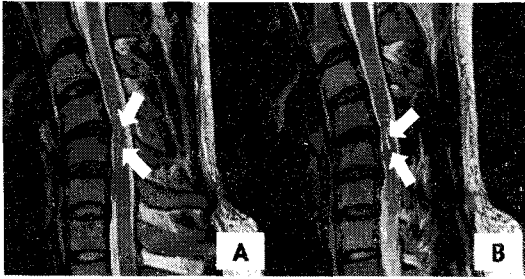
T2 weighted sagittal MRI examination of a 21-year-old man shows disc protrusion at C4-5, C5-6 and the cervical kyphosis. Hyperintense signal is detected in the normal-sized cord extending from the level of C4-6 (arrows).
